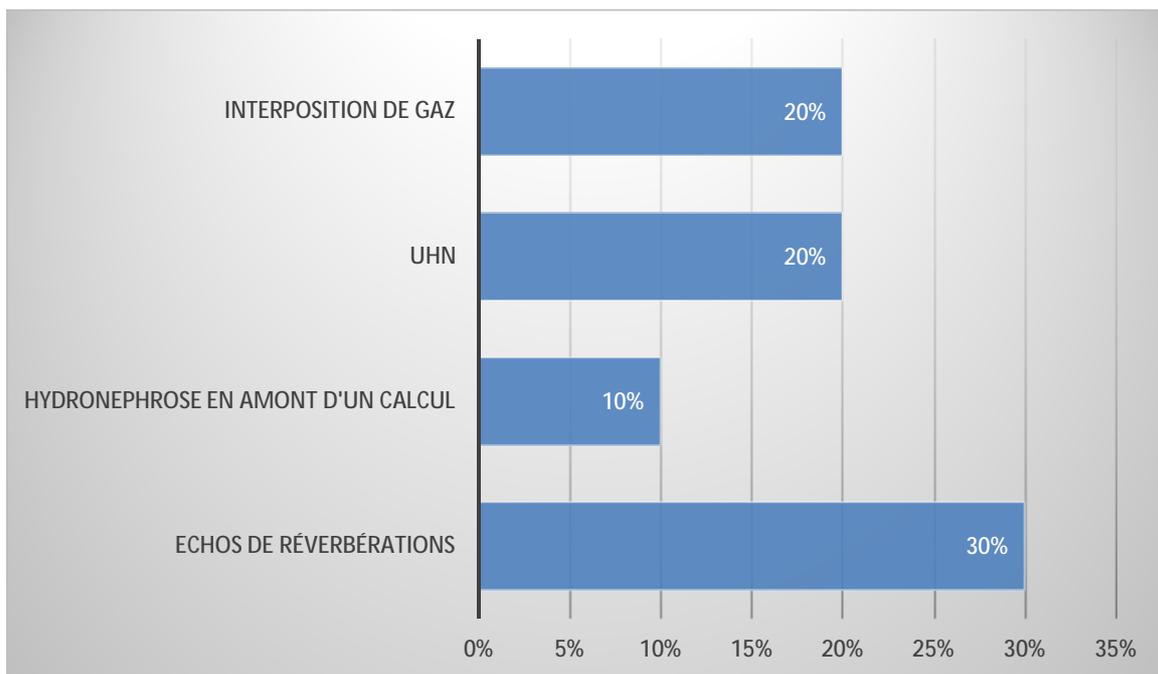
répartition des signes échographiques.
